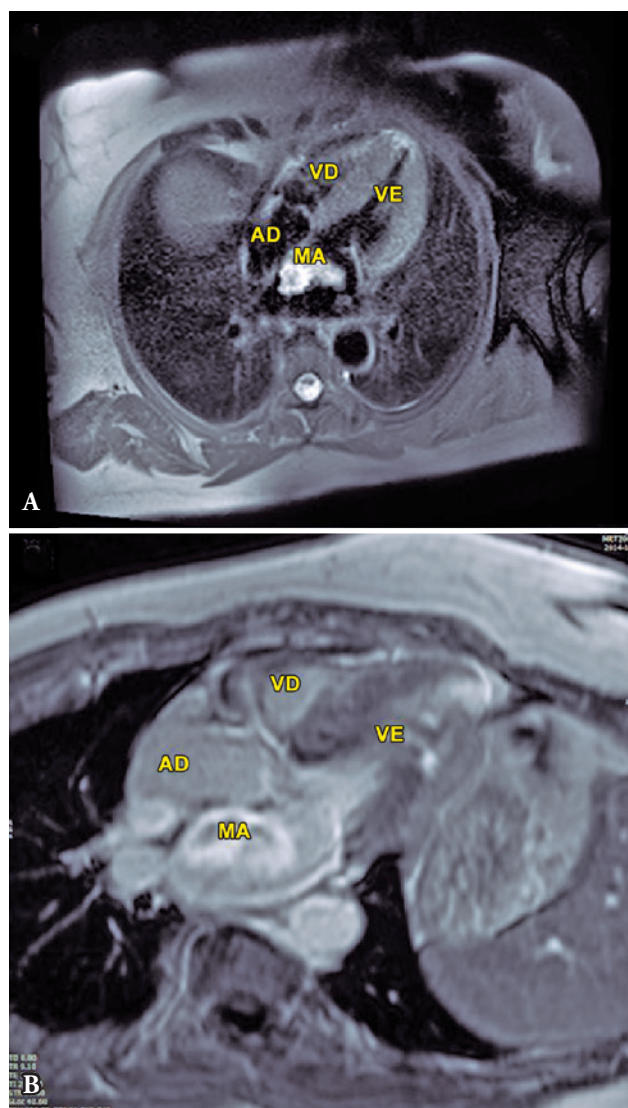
Ressonância magnética cardíaca, incidência de quatro câmaras com imagem ponderada em T1 (A) e sequência de realce tardio (B). Massa na aurícula esquerda com características morfológicas sugestivas de mixoma. AD: aurícula direita; MA: mixoma auricular; VD: ventrículo direito; VE: ventrículo esquerdo.
